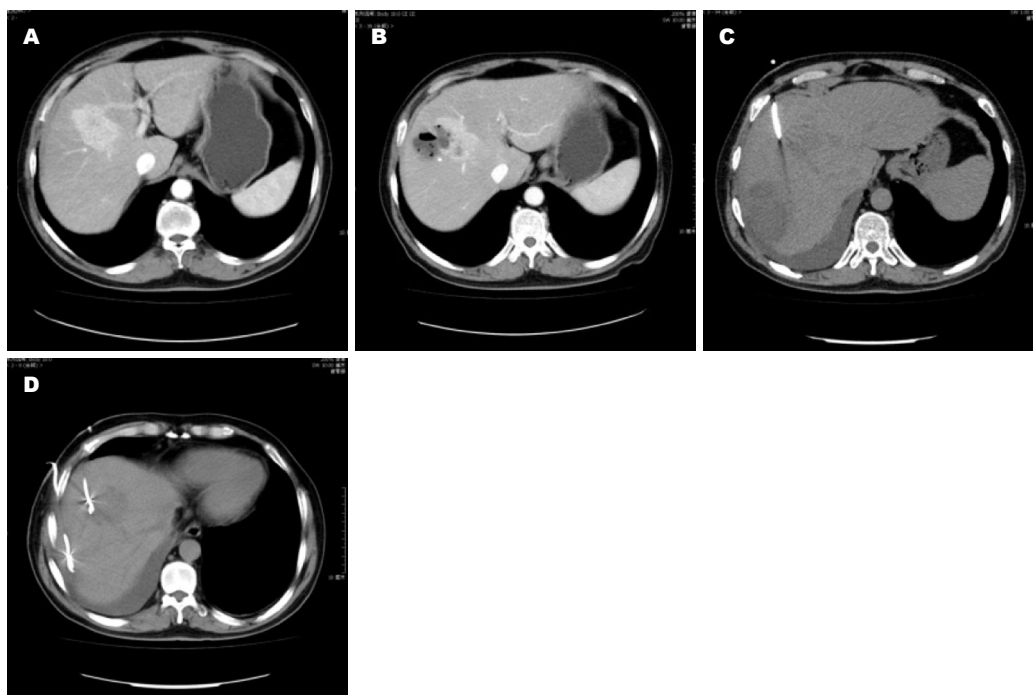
块状型HCC KMG栓塞治疗后临近肿瘤区域出现肝脓肿, 引流过程中复查CT发现异位新脓腔形成并与前者交通呈“哑铃形”, 实施双管引流后两脓腔均闭合。A: KMG栓塞治疗前CT增强图像, 肝右叶可见典型癌块征象; B: KMG栓塞后2 wk, 原发肿瘤部分坏死、瘤旁出现肝脓肿; C: 脓肿引流期间复查CT发现远隔部位新的脓肿形成; D: 双外引流管引流后两脓腔均闭合。
